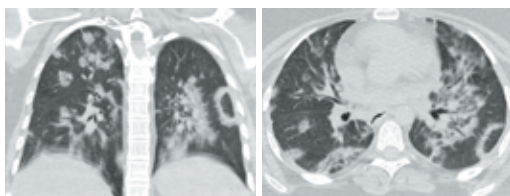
CT scan van een man (73 jaar) laat beeld zien van interstitieel longbeeld geassocieerd met simvastatine gebruik (links). Na stoppen was er geen sprake van progressie maar afname van de matglasgebieden (rechts).
